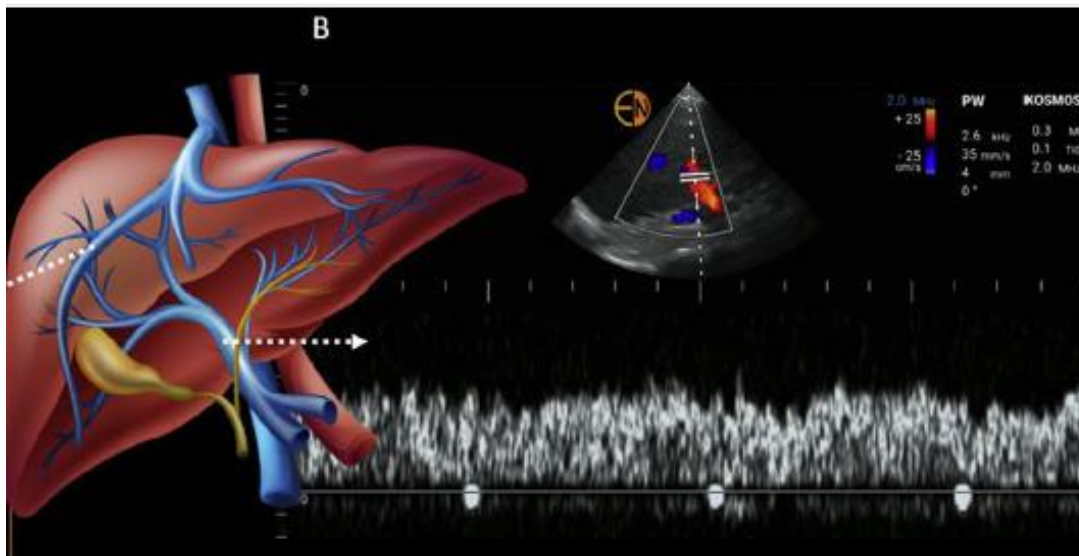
Aspect physiologique du doppler porte. Issu de Koratal et Reisinger. *Kidney Medicine* 2022
